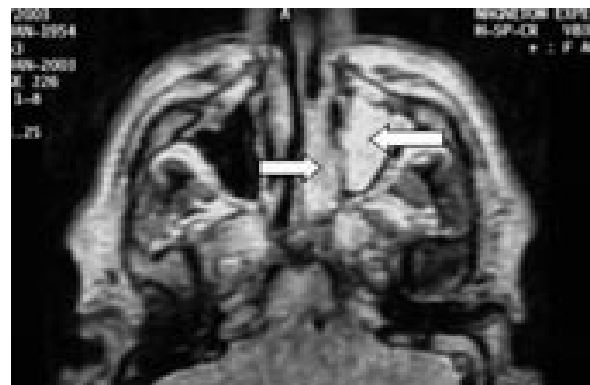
Coupe IRM axiale pondérée spin écho T2 (43).
